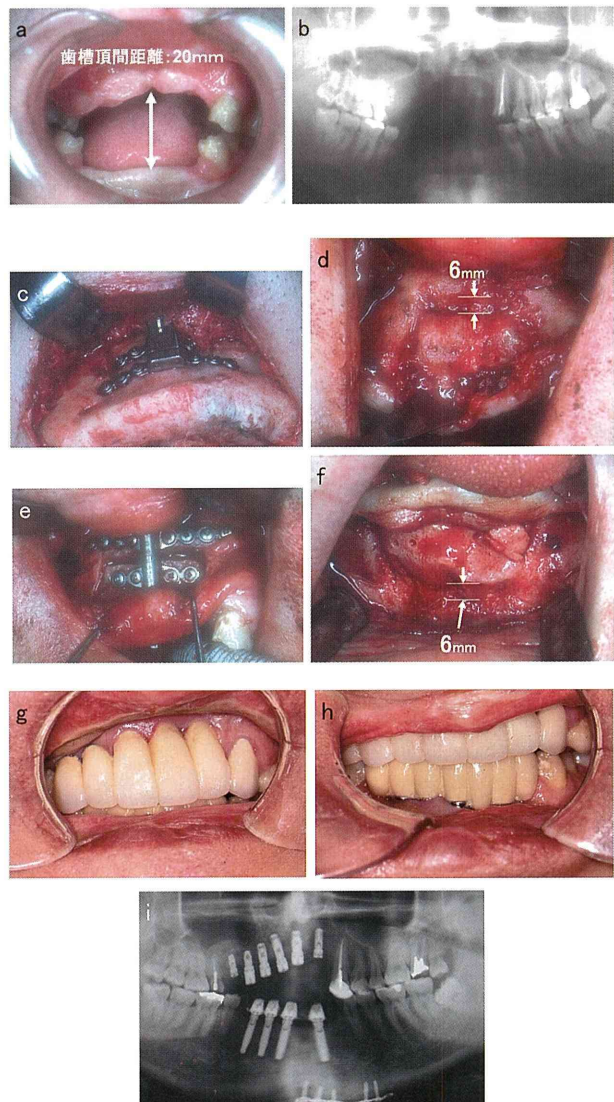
症例3；a. 口腔内所見。上下歯槽頂間距離は20mmと垂直的に大きな骨欠損が認められた。b. 術前X線写真。c. 下顎延長器装着。d. 下顎前歯部歯槽骨を6mm 仮骨延長した。e. 上顎延長器装着。f. 上顎前歯部歯槽骨を6mm 仮骨延長した。g, h. 補綴処置。ポーセレンクラウンを装着。i. 術後X線写真。(参考文献8より引用、一部改変)
